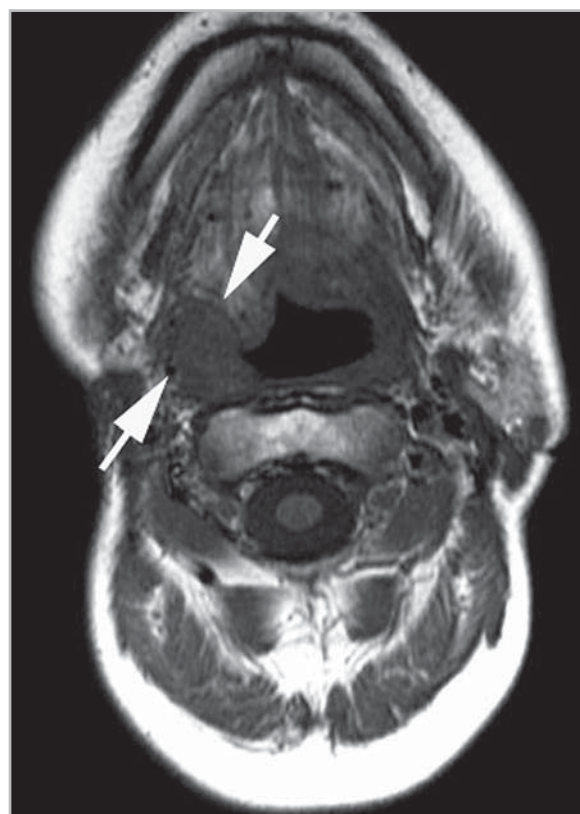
Магнитно-резонансная томограмма ротоглотки в аксиальной проекции. Рецидив опухоли небной миндалины справа, T2 стадия опухолевого процесса (стрелки)
